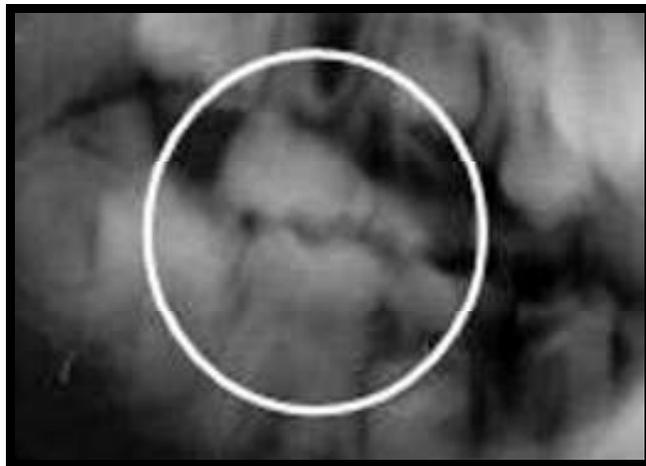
Zoom da telerradiografia de Classe I
